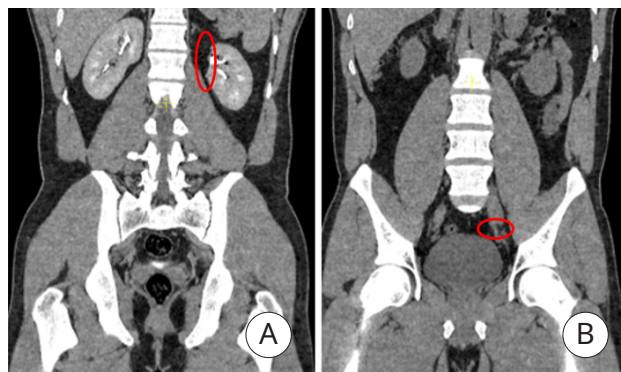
Мультиспиральная компьютерные томограммы: А — зона резекции левой почки; В — дефект наполнения левого мочеточника
